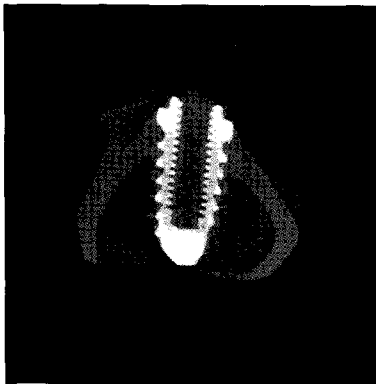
Micro CT view of machined surface implant after 2 weeks.
